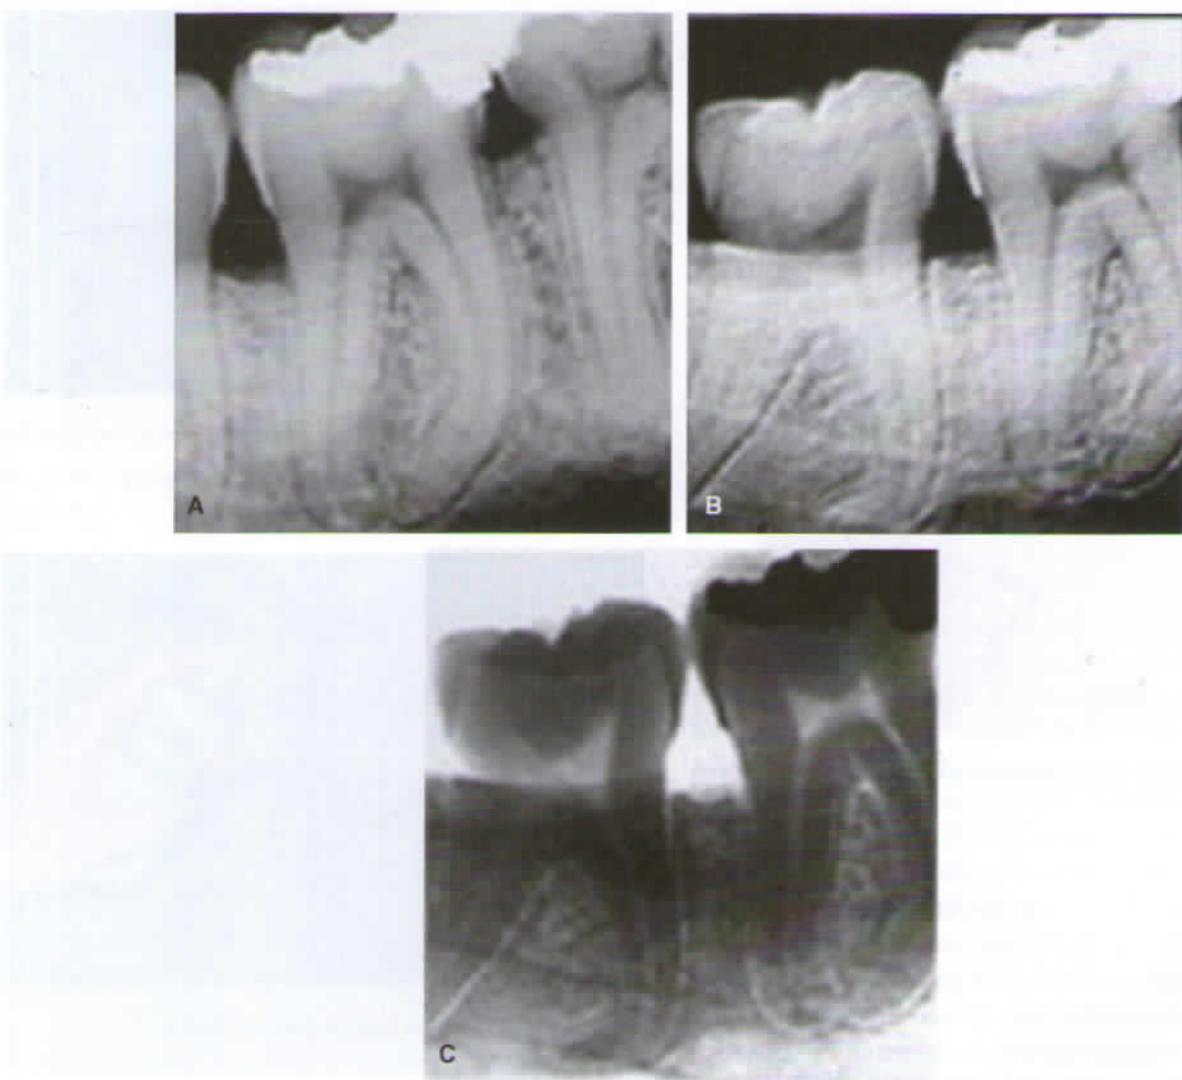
Radiografias digitais: A – digitalização normal; B – baixo relevo; C – negativo.
